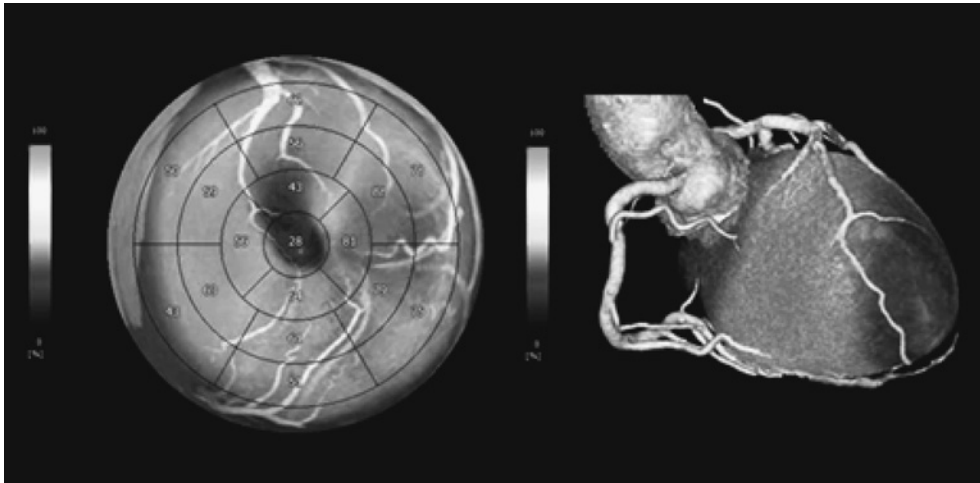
Fusion imaging of  $^{99m}\text{Tc}$ -myocardial SPECT and MDCT. Three-dimensional cardiac image fusion using CT angiography and SPECT methods
